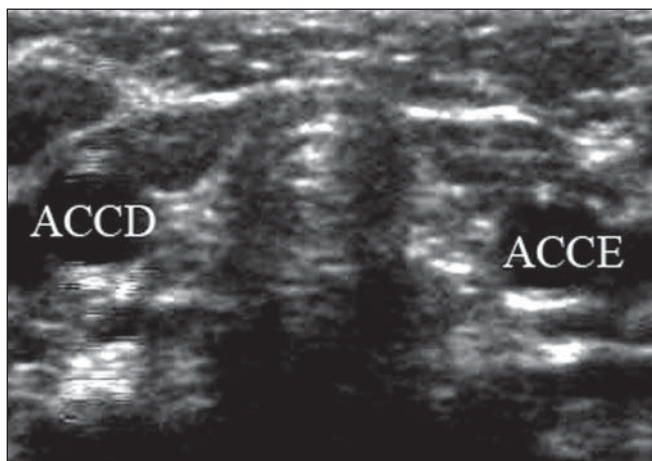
Ultrassonografia da região cervical. Nesta criança não se identificou a glândula tireoide. ACCD, artéria carótida comum direita; ACCE, artéria carótida comum esquerda.
